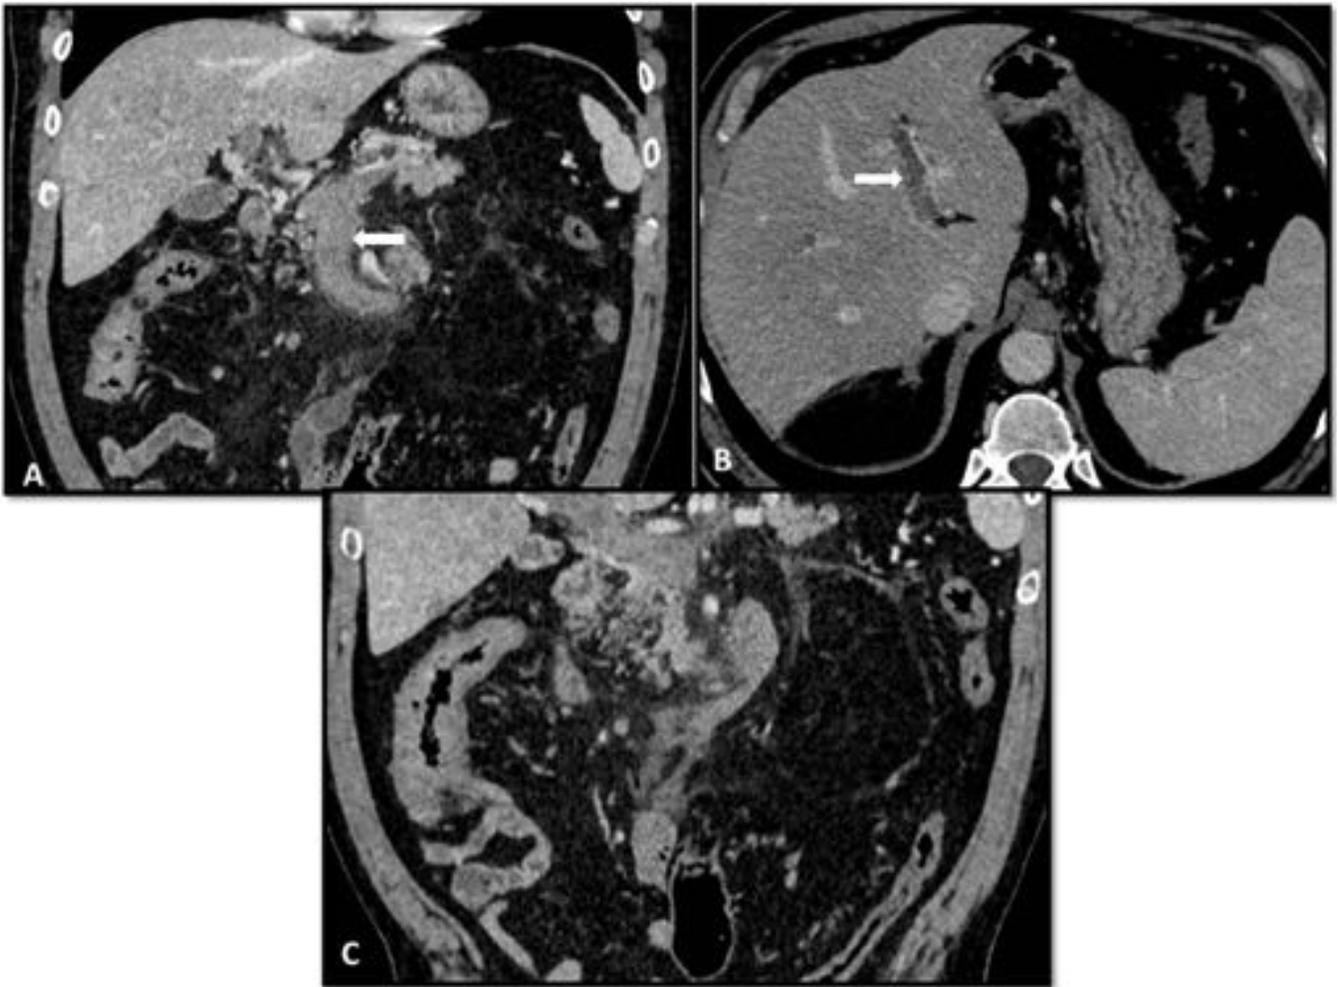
Paciente de 65a con clínica de 6 días de evolución caracterizada por dolor abdominal con la ingesta de alimentos (angina intesitnal) y fiebre. Se realiza TC de abdomen contrastado donde se observa trombosis venosa que se extiende desde la VMS (A), hasta las ramas portales derecha e izquierda (B), asociado a engrosamiento e hipercaptación del colon ascendente en el contexto de colitis inflamatoria (C).
